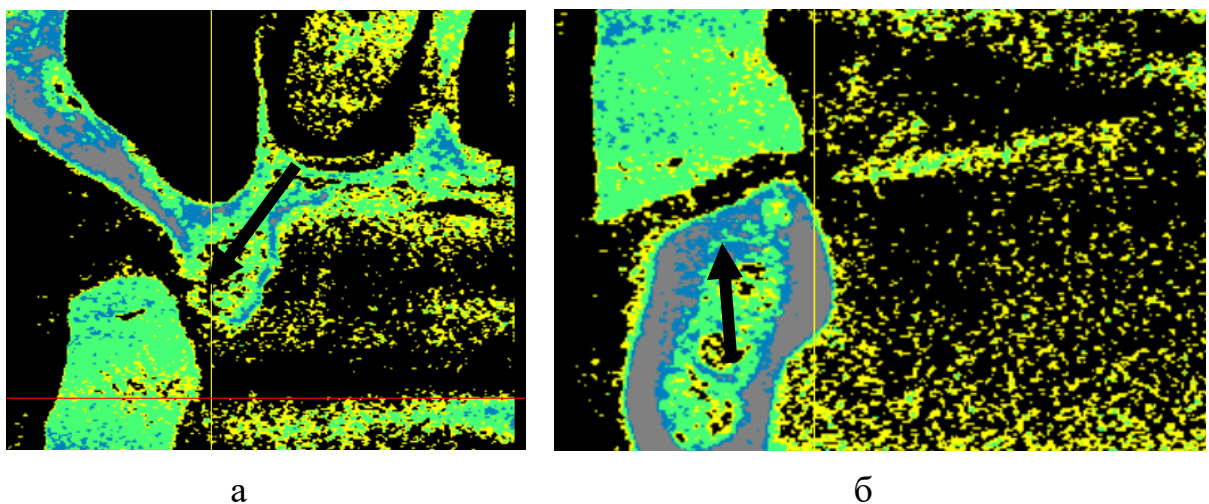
Комп'ютерна томографія (тривимірна реконструкція) у режимі псевдоколірності: а - верхня щелепа, б - нижня щелепа.
